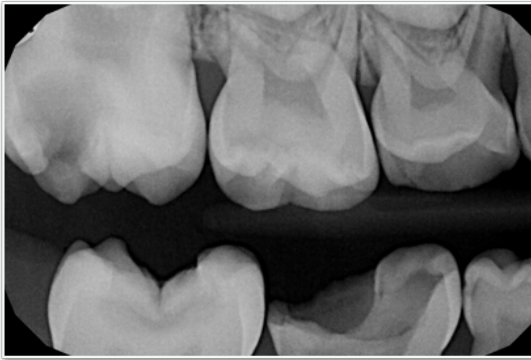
Radiografía aleta de mordida lado derecho antes de realizar tratamiento. Noviembre de 2015.
